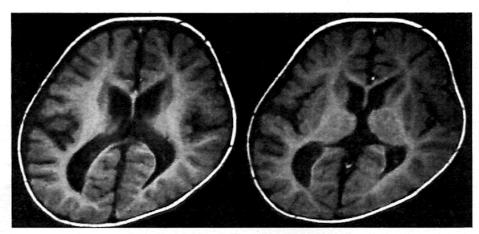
Zellweger 症候群患児の頭部 MRI 脳回形成異常、側脳室拡大。
